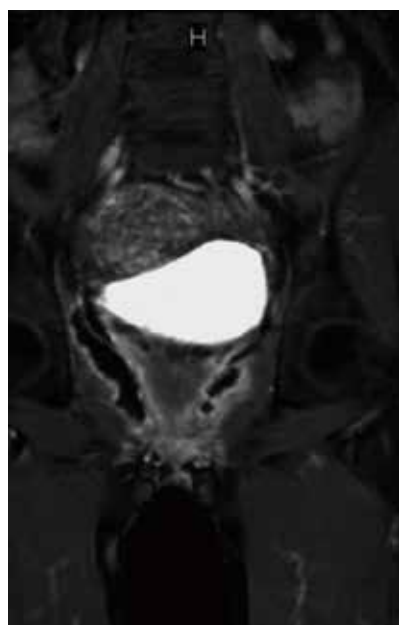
MRI所見: 骨盤直腸窩におよぶ瘻孔・膿瘍
